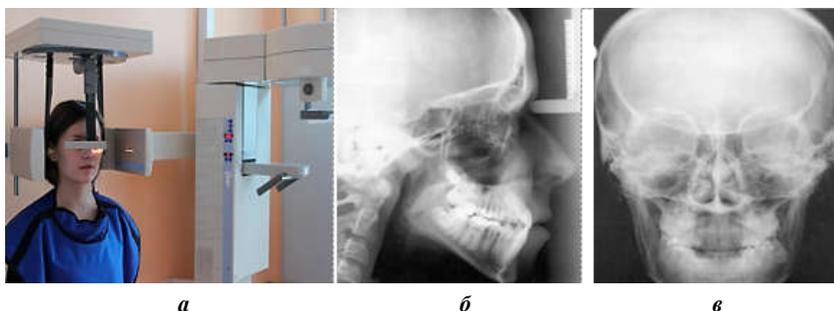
Телерентгенография головы:
